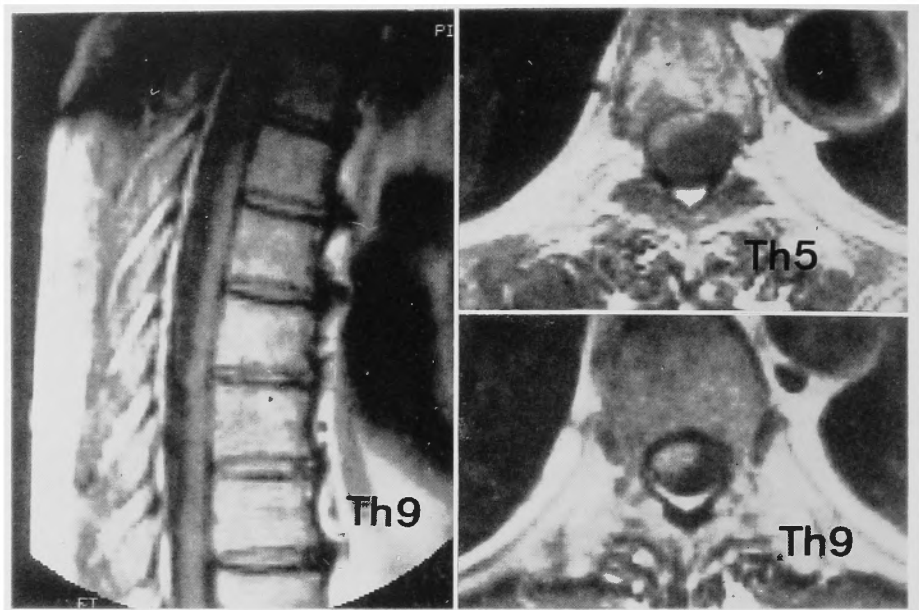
MRI (T2-weighted image) shows displacement of the spinal cord from the level of T<sub>5</sub> to the intervertebral space of T<sub>9/10</sub>.
